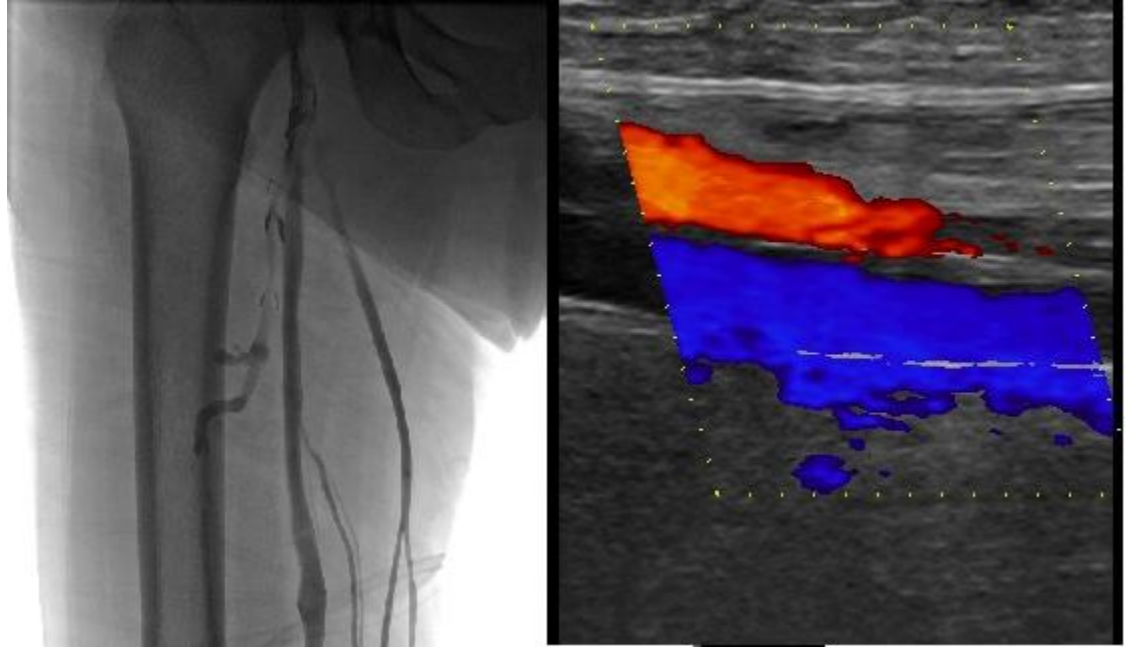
Estudios de flebografía y ultrasonido femoral derechos normales.
